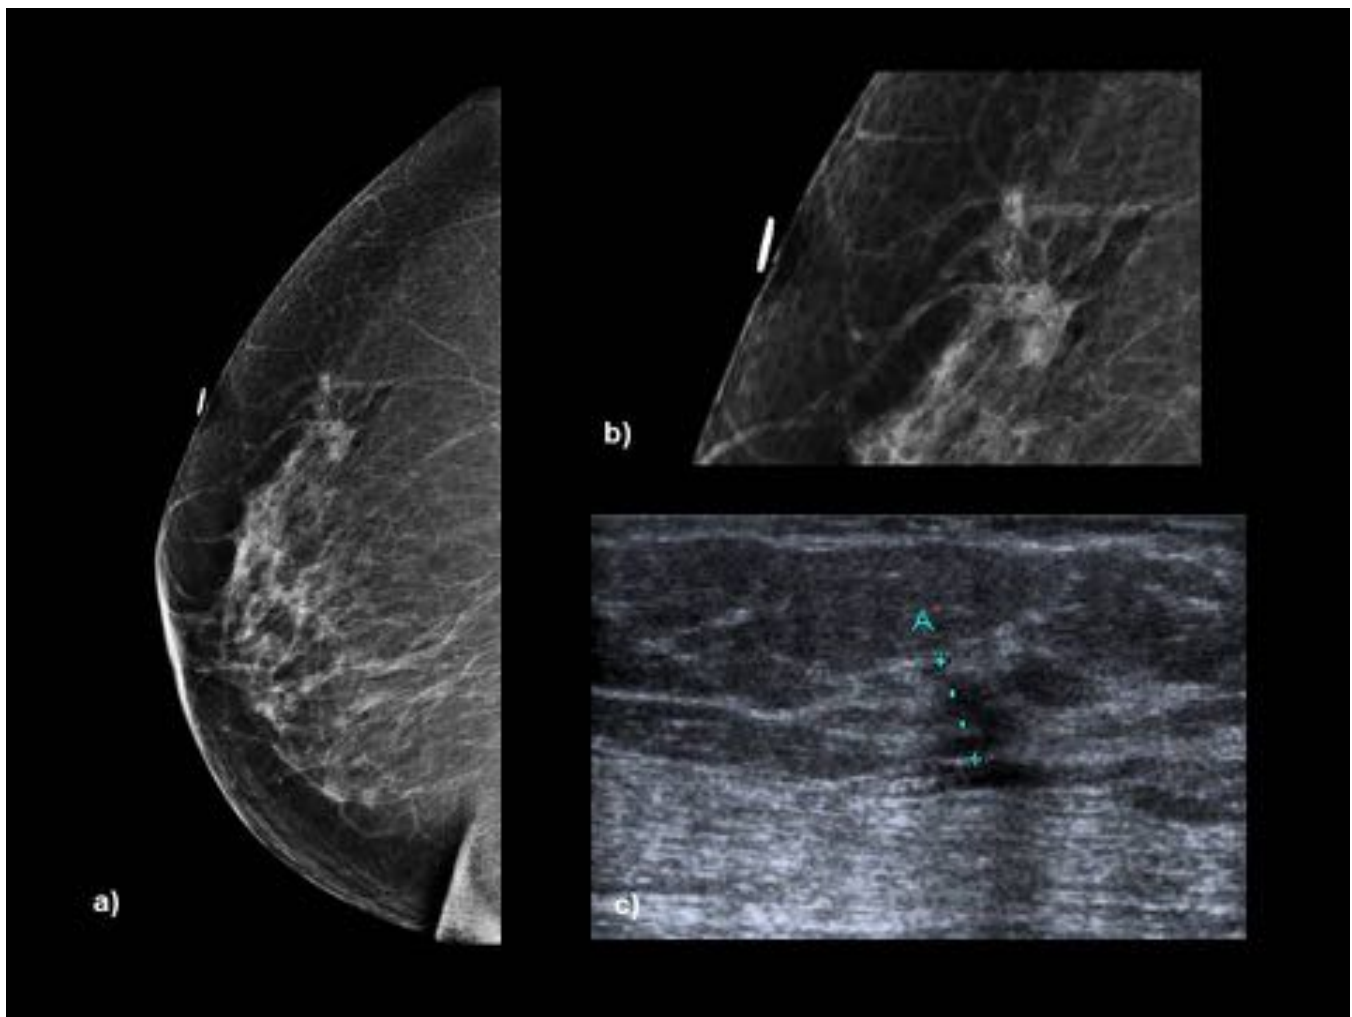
La mamografía (a, b) y la ecografía (c) muestran un nódulo de contornos mal definidos, sospechoso de malignidad, con hallazgos categorizados Birads 4. AP BAG ecoguiada: Carcinoma ductal infiltrante. Biopsia quirúrgica: CDI grado II (tamaño tumoral 12mm) con CDIS de alto grado. BSGC negativa.
